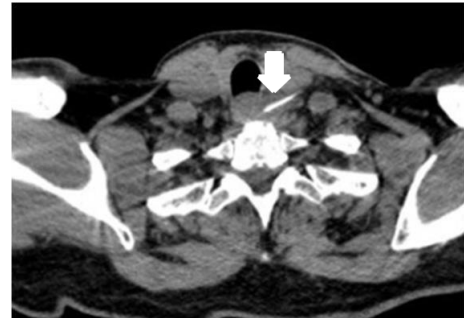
TOMOGRAFIA CERVICAL EVIDENCIANDO CORPO ESTRANHO A ESQUERDA
